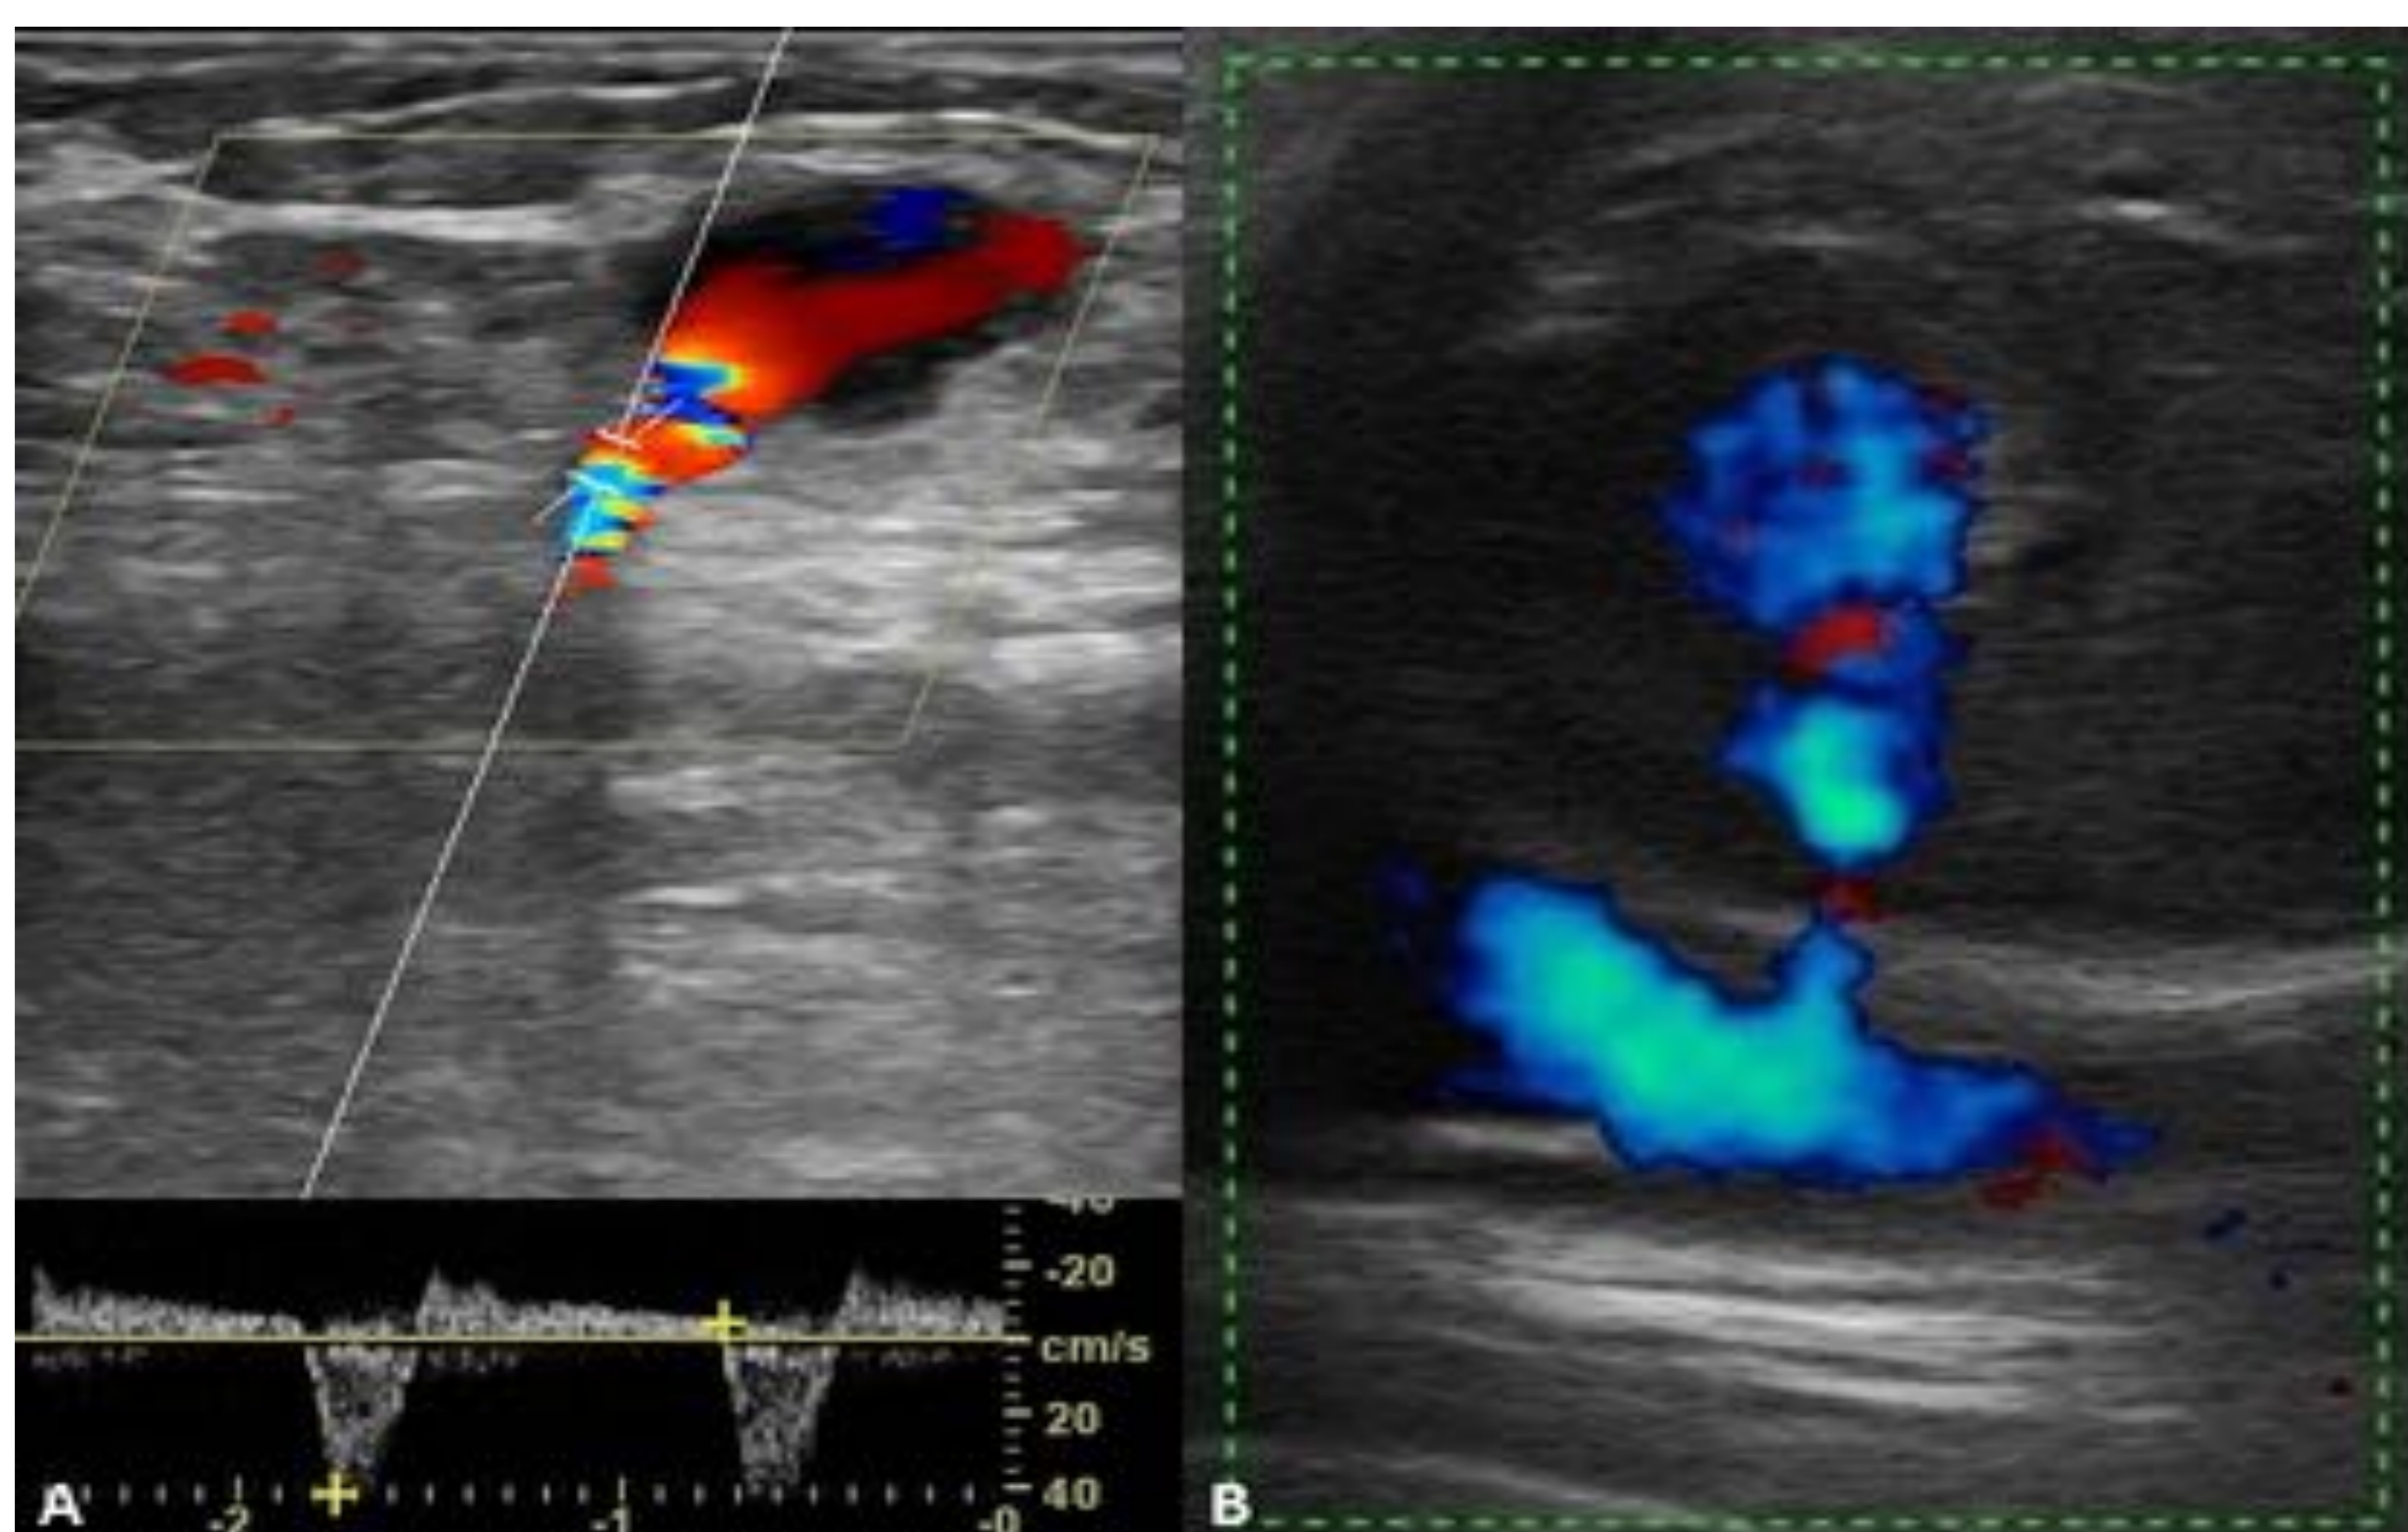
Flujo sanguíneo en el interior del cuello que comunica el saco del pseudoaneurisma con la arteria. Doppler color y pulsado en el que podemos estudiar la onda característica “to and fro”.
